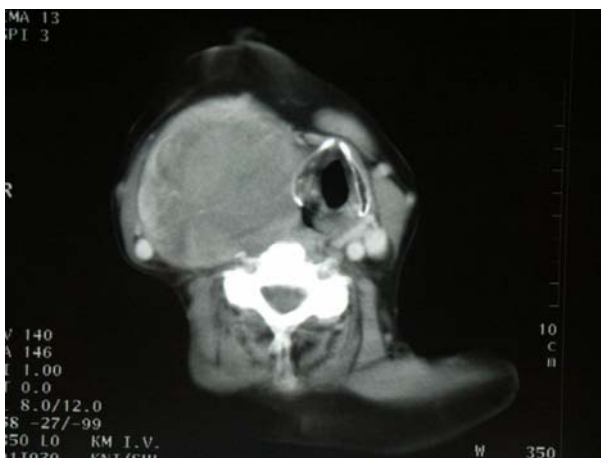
(links) zeigt eine Computertomografie einer akuten Einblutung nach erfolgter Feinnadelaspirationspunktion. Die rechte Abbildung zeigt die Patientin bei der akuten
